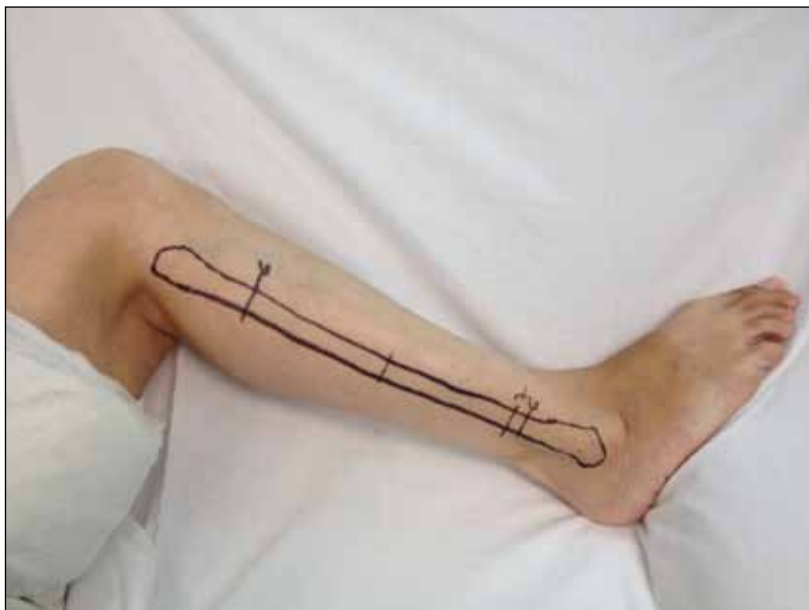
A. Mapeo de arterias cutáneas mediante ecógrafo Doppler de 8 mHz. B. Planificación preoperatoria con diseño del colgajo fasciocutáneo asociado.
